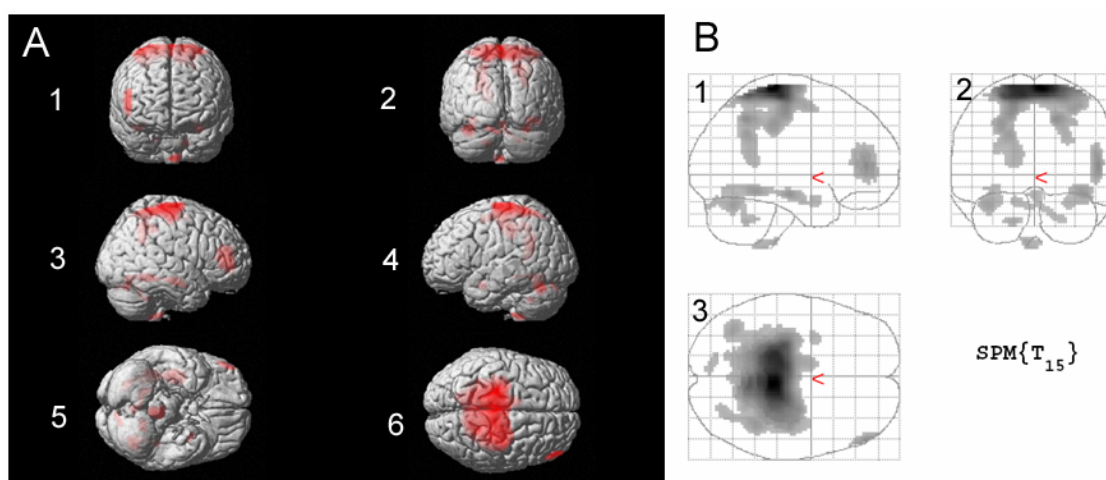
Gruppenvergleich HD-Gruppe nach Neurostat-Normalisierung > SPM-Normalisierung. (A) Voxel mit signifikanten Z-Score-Werten auf ein oberflächengerendertes MRI projiziert: 1) frontal; 2) occipital; 3) rechts lateral; 4) links lateral; 5) ventral; 6) dorsal; auf allen Projektionen Hirn-Areale mit signifikantem Hypermetabolismus in der HD-Gruppe mit Neurostat-Normalisierung rot gefärbt (B) MIP des Gruppenvergleichs HD-Gruppe Neurostat-Normalisierung > HD-Gruppe SPM-Normalisierung: 1) lateral; 2) occipital; 3) dorsal ($p < 0,001$, t -Test für verbundene Stichproben)
